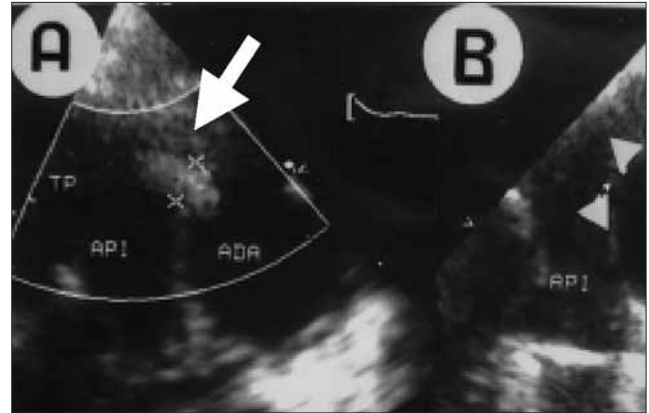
Ecocardiograma que demuestra el orificio pulmonar del ductus y el cortocircuito izquierda a derecha detectado por mapeo en color (A, flecha), en B se aprecia una imagen aneurismática del conducto (ADA) (flechas). TP: tronco pulmonar, API: arteria pulmonar izquierda.
